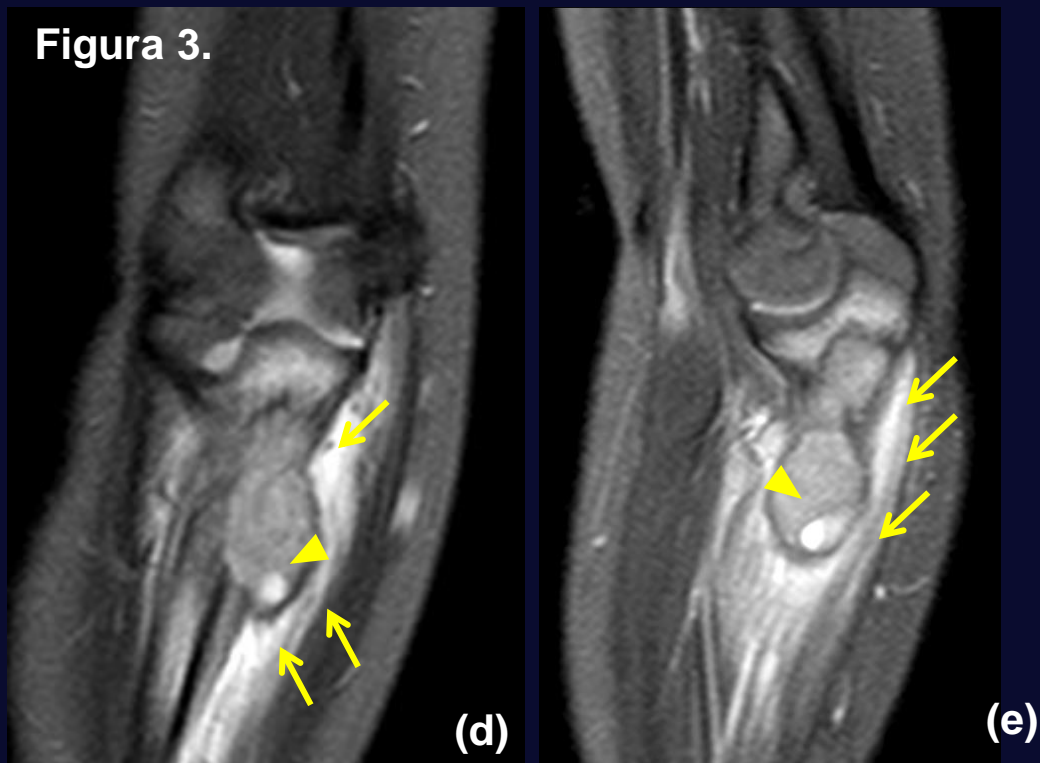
Imagens axiais de Ressonância Magnética (RM) ponderadas nas sequências T1 (a), T2 com supressão de gordura (b) e T1 com supressão de gordura pós-contraste (c). Identifica-se lesão expansiva no terço proximal da metadiáfise da ulna (asteriscos) com origem intramedular, de contornos lobulados e parcialmente definidos, com hipossinal nas sequências ponderadas em T1, sinal intermediário em T2 e realce heterogêneo pós-contraste. Há destruição da cortical óssea anterior com extensão da lesão para partes moles adjacentes. Associa-se edema ósseo e de partes moles (setas).
